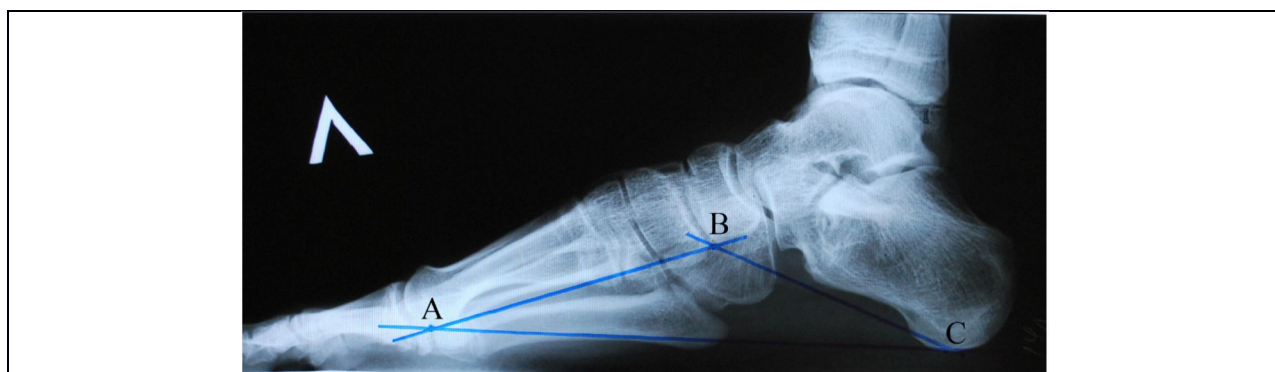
Определение продольного свода по рентгенограмме в боковой проекции (Лашковский В.В., 2011). Три точки отсчёта: точка С – нижняя опорная точка *tuber calcanei*; точка А – нижняя опорная точка *caput ossis metatarsalis*, точка В – нижняя точка медиального ладьевидно-клиновидного сустава (между *os cuneiforme mediale* и *os naviculare*)
